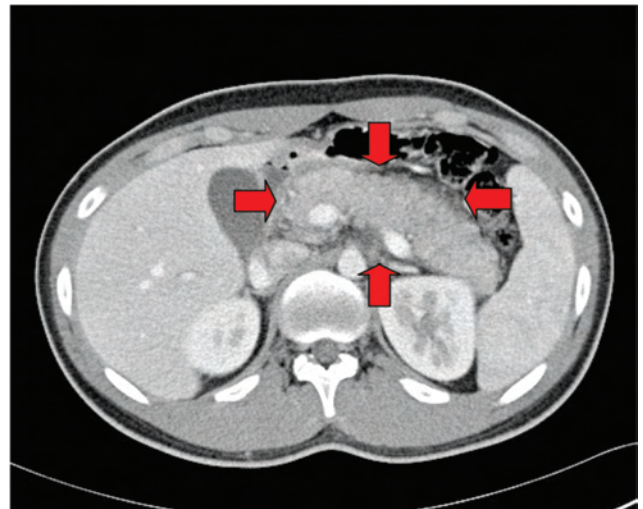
Contrast-enhanced CT scan revealed swelling of pancreas with peripancreatic infiltration (red arrow).
